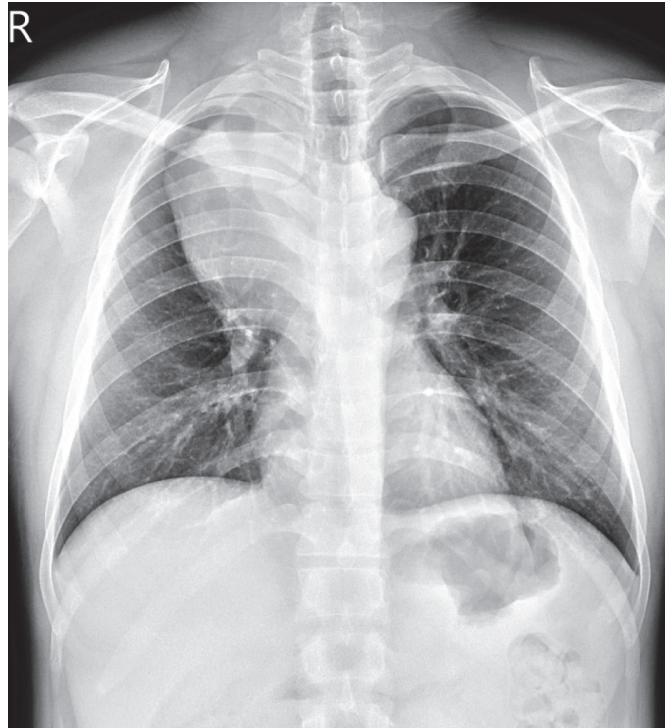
Chest radiograph revealed a large mass with smooth lobulated borders adjacent to the trachea at right upper lobe and associated with right paratracheal adenopathy.
